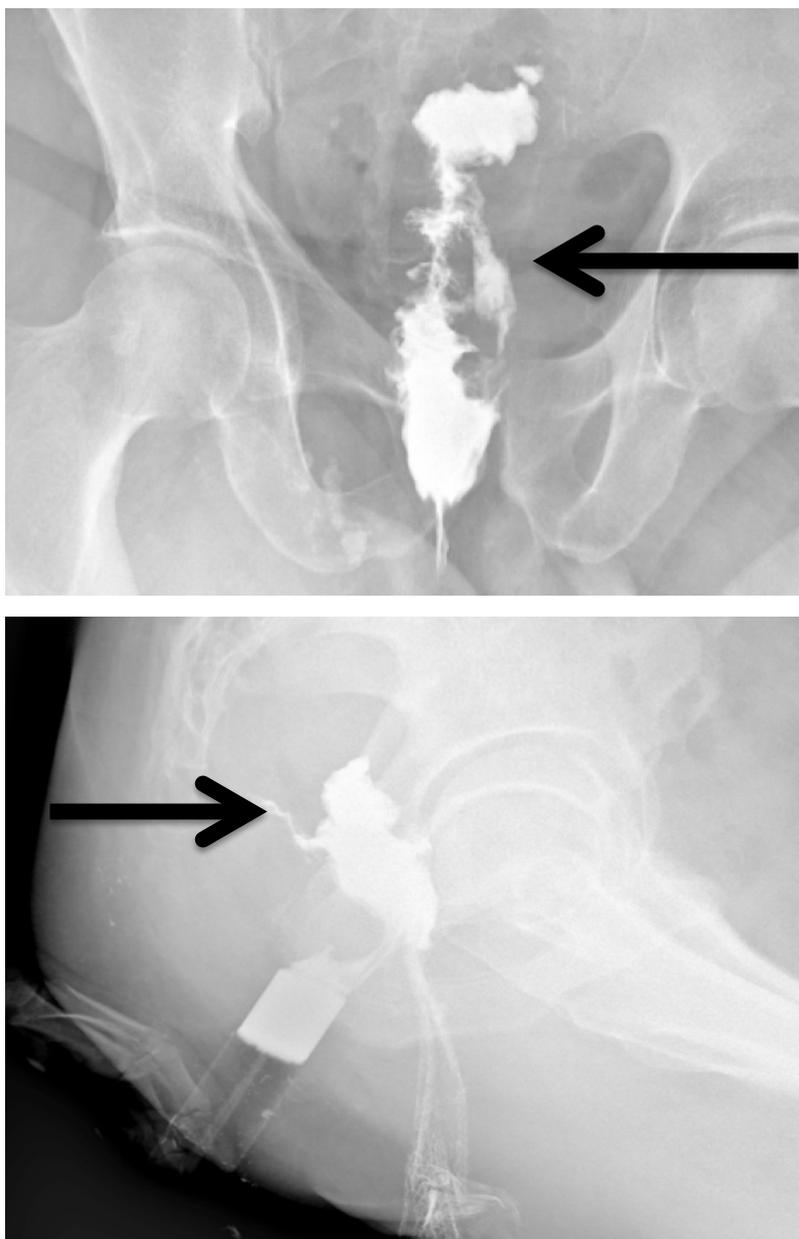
Рентгенологическая НА «конец в конец», стрелка – экстрavasация контрастного вещества за пределы стеки кишки. Больной Г. (история болезни 32-2014), 7 день после НПР по поводу рака прямой кишки pT3N0(0/25)M0 на 8 см.
